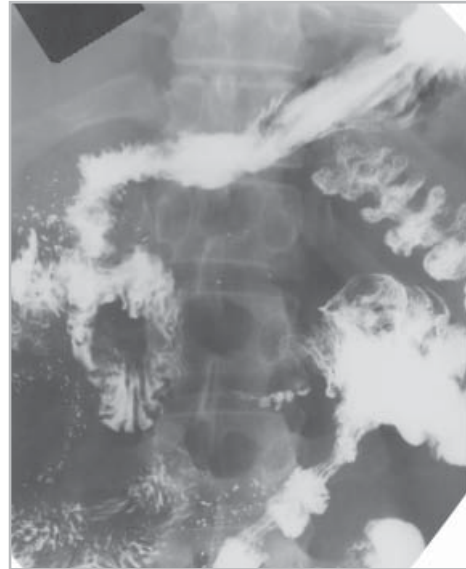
Исследование желудка, тонкой и толстой кишки (прицельная рентгенограмма). Аномалия положения толстой кишки, незавершенный поворот кишечника вариант 2. Купол слепой кишки с червеобразным отростком располагаются непосредственно под желудком.
